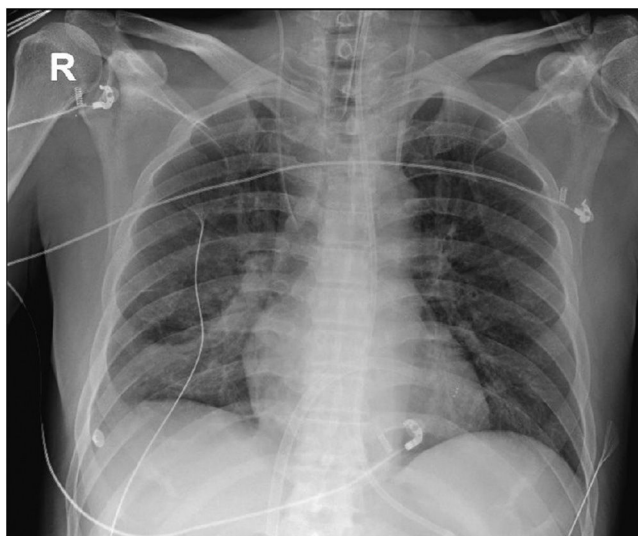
Radiografía de tórax AP en decúbito donde se observa la cánula ProtekSolo® en aurícula izquierda y tras ser colocada vía transeptal.
